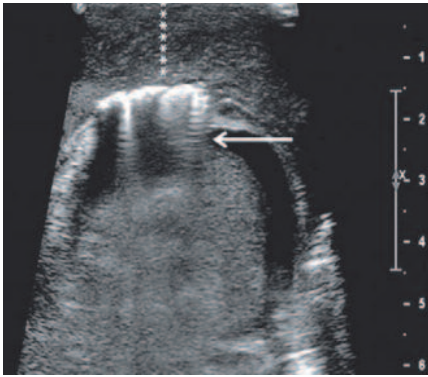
УЗИ при ГФ. Утолщение и газ в стенке мошонки (стрелка – газ, астериски – утолщение стенки мошонки) (фотография из работы Gupta N. и соавт. (2014) [39])
